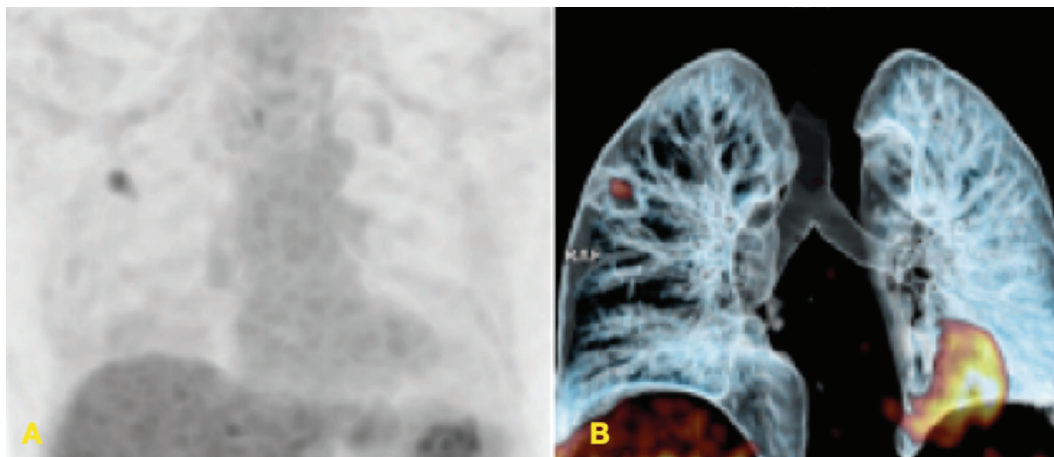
N0 sem metástase linfonodal. A e B- Imagens de reconstrução volumétrica do PET FDG e do PET-CT com FDG, respectivamente, mostram a lesão primária hipermetabólica no lobo superior do pulmão direito e não há evidência de hipermetabolismo linfonodal. A hipercaptção do FDG no hemitórax esquerdo corresponde a atividade fisiológica cardíaca.
